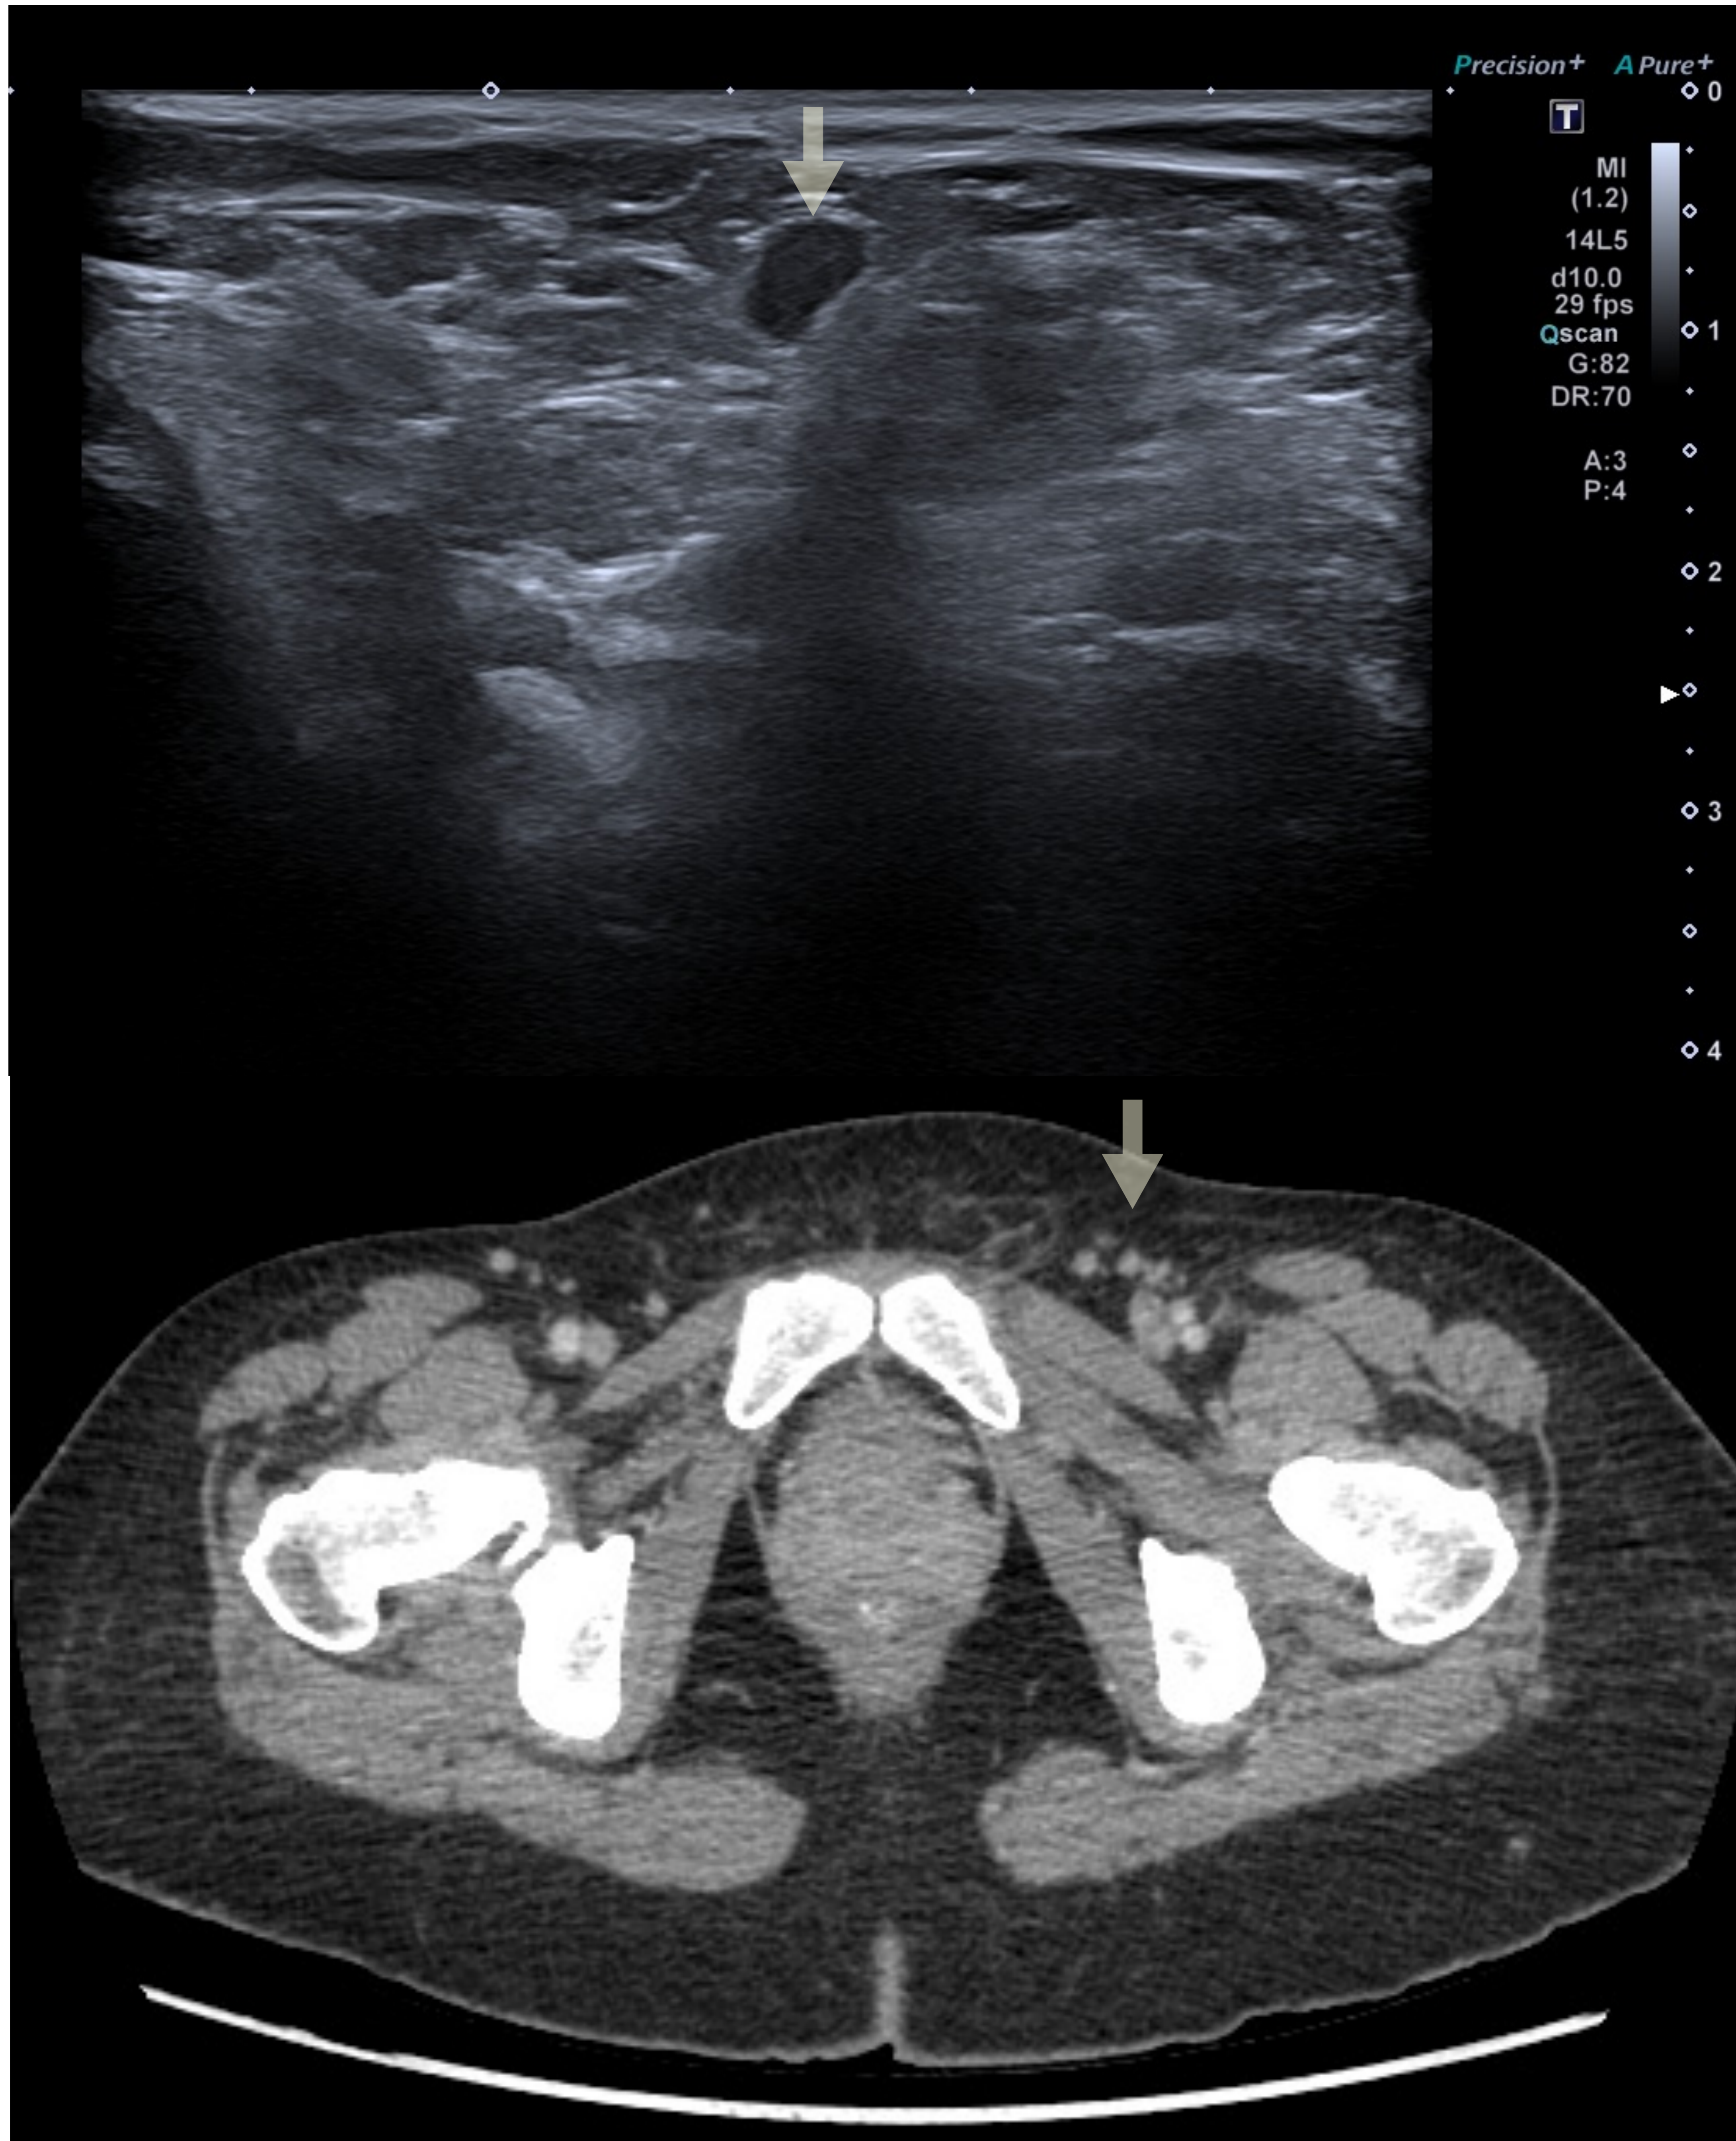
Ecografía inguinal. Ganglios linfáticos reactivos (flecha amarilla) y hernia inguinal directa. Hospital Universitario Nuestra Señora de Candelaria.
